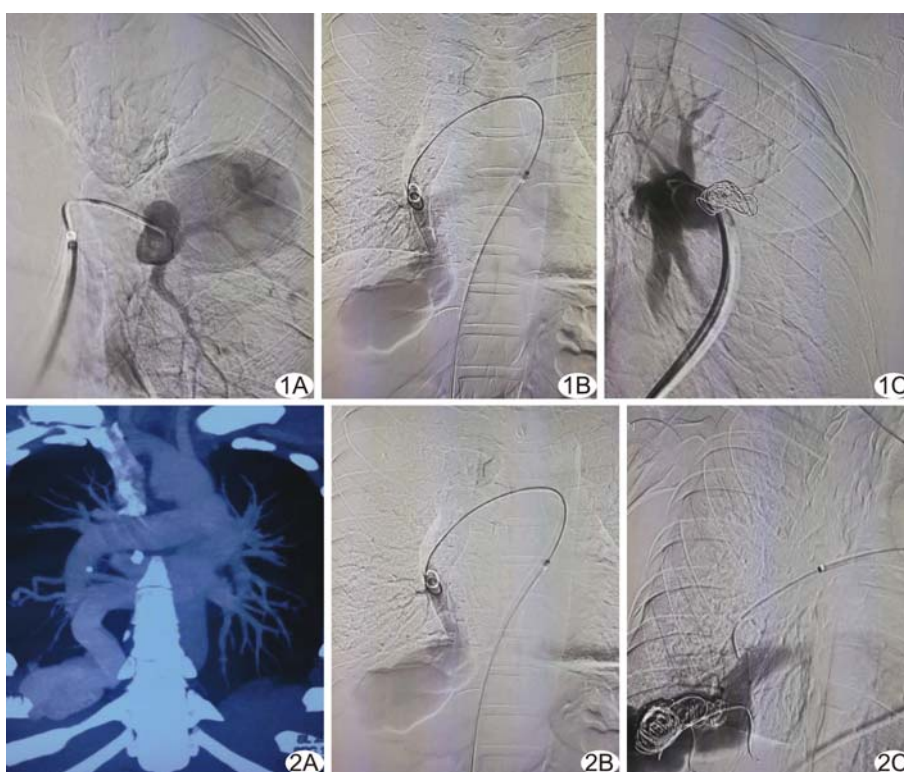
病例 1 A. 肺动静脉瘘造影; B. 利用 5F Fogarty 导管辅助释放 Interlock 弹簧圈进行栓塞; C. 栓塞后造影显示动静脉瘘消失 图 2 病例 2 A. 胸部增强 CT 示右肺门及右下肺异常血管影; B. 肺动静脉瘘术前造影; C. 弹簧圈栓塞术后造影
